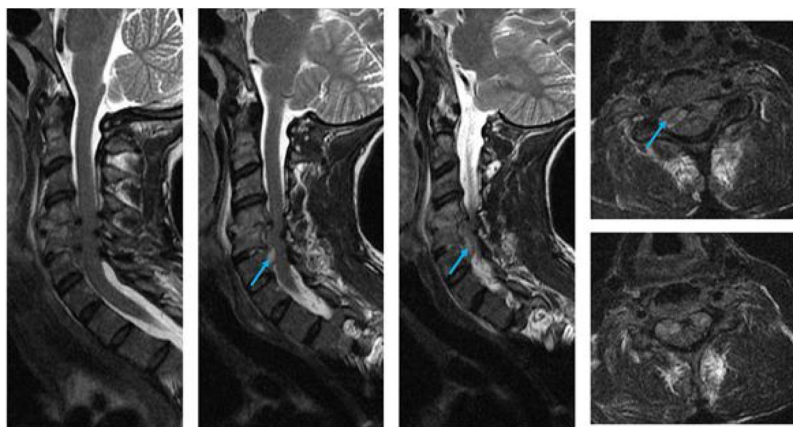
Resonancia magnética cervical: cortes coronales y transversales. Se objetiva espondilodiscitis C4-C5 y absceso epidural entre C4 y C6 (flecha).
